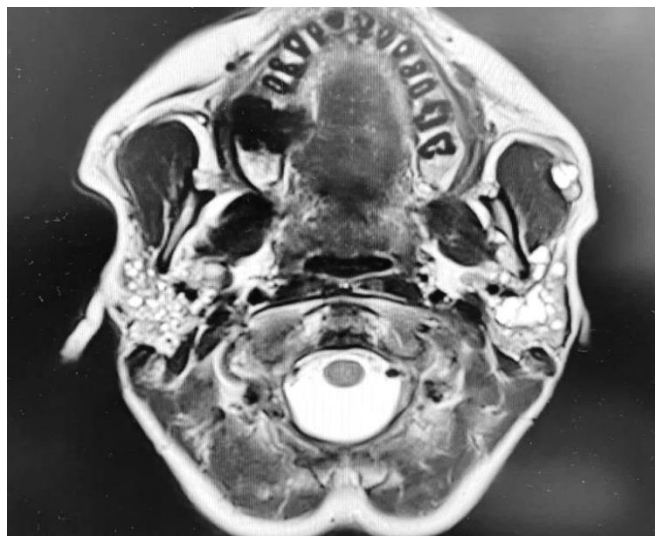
Сиалоз околоушных слюнных желез при магнитно-резонансной томографии
